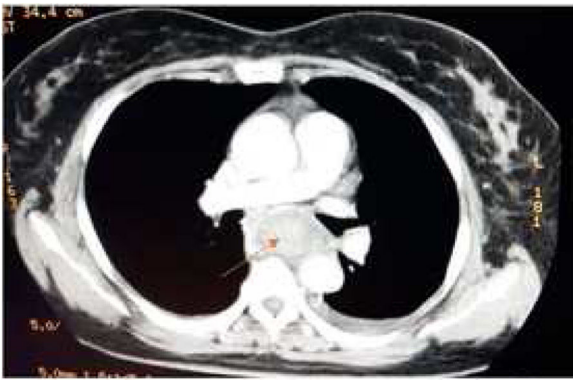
Angiotomografía de tórax. Flecha: se evidencia colección periesfágica.
